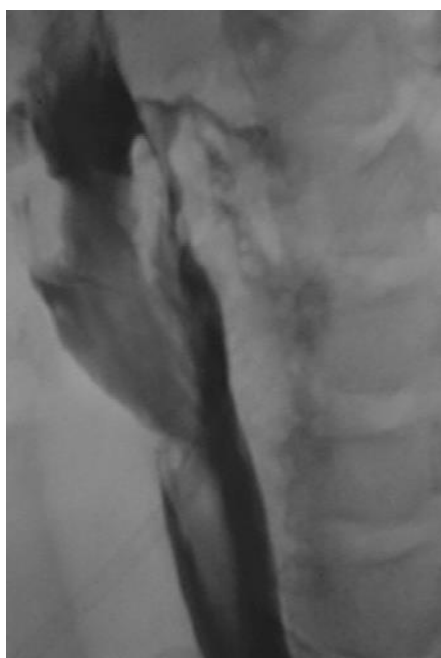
Рентгеноскопия пищевода у пациента К. с колото-резанным ранением шеи. Рентгенография. Поступление водорастворимого контрастного препарата за пределы пищевода
